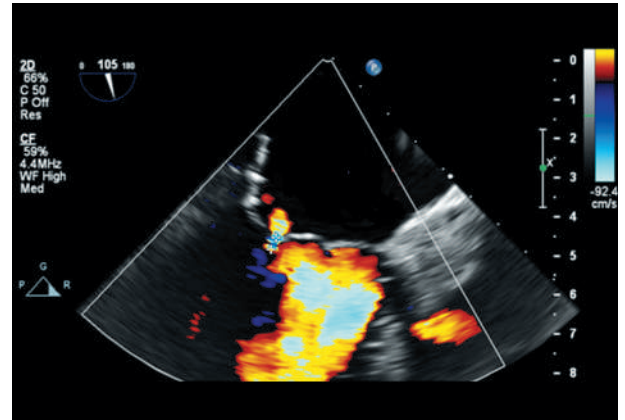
Эхокардиография через 5 лет после операции. Регургитация митрального клапана минимальная
